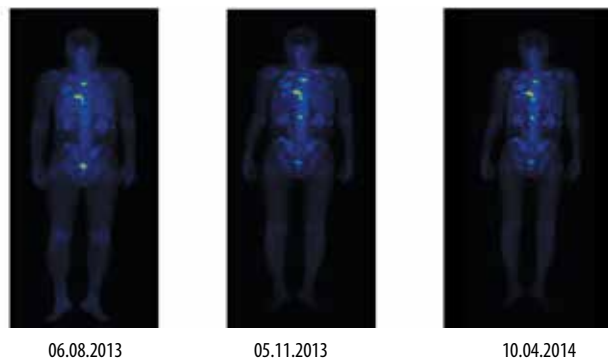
Остеосцинтиграфия больного К. до начала терапии кабазитакселом и на фоне проводимого лечения данным препаратом
